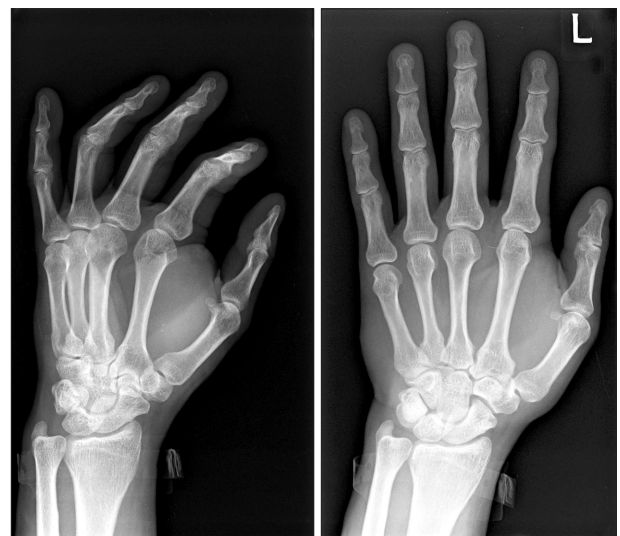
Plain radiographs demonstrate a large mass in the 1st, 2nd web space.
